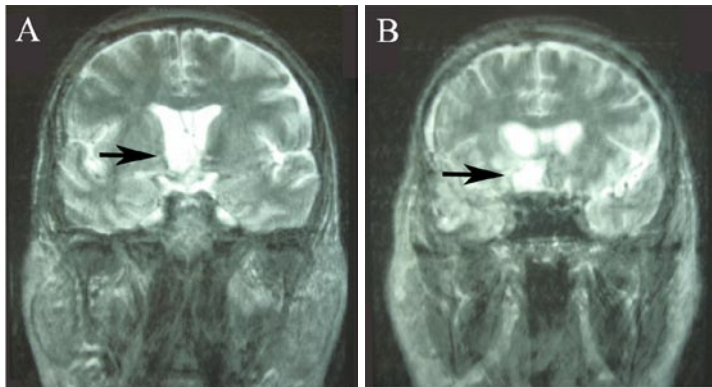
RM cerebrale di LDN 60 giorni dopo l'intervento: le immagini coronali pesate in T2 (A e B) mostrano la lesione del giro retto, dell'area frontobasale e del fornice di destra.
